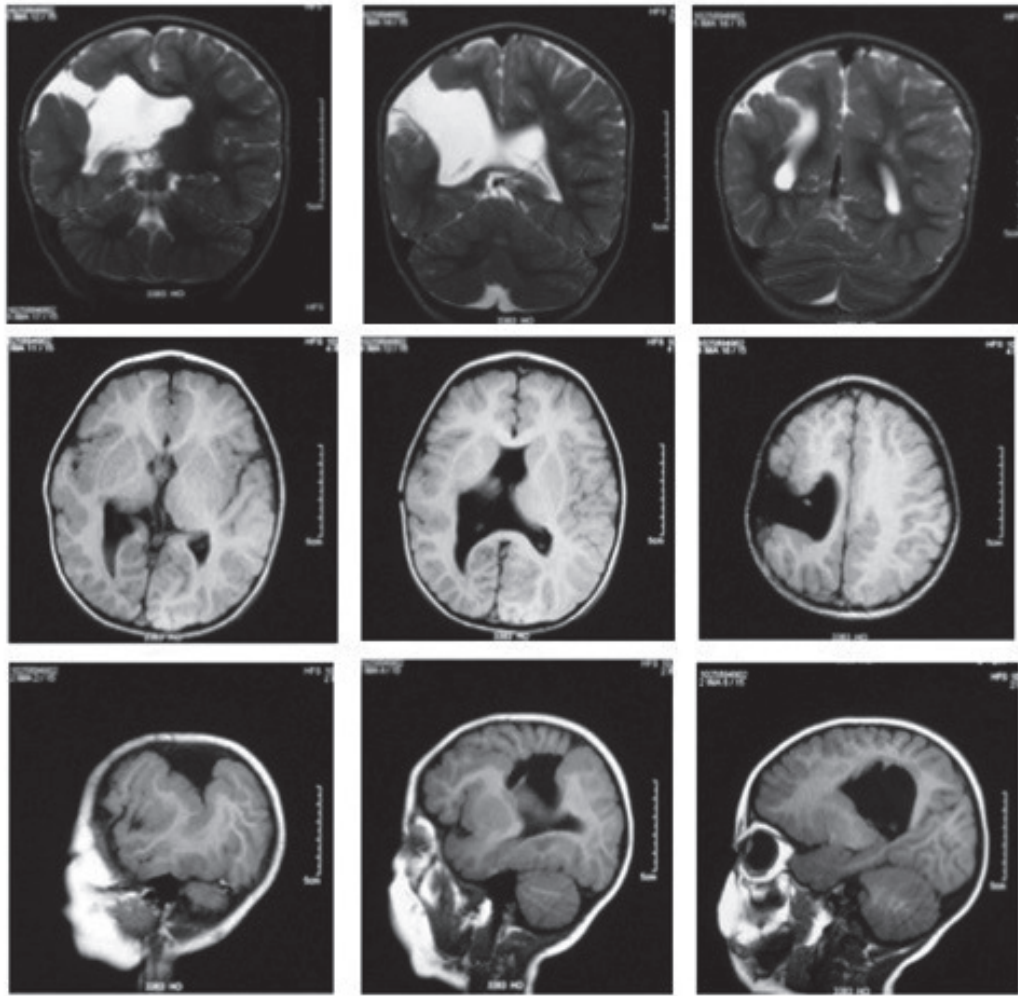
RM cerebral simple
